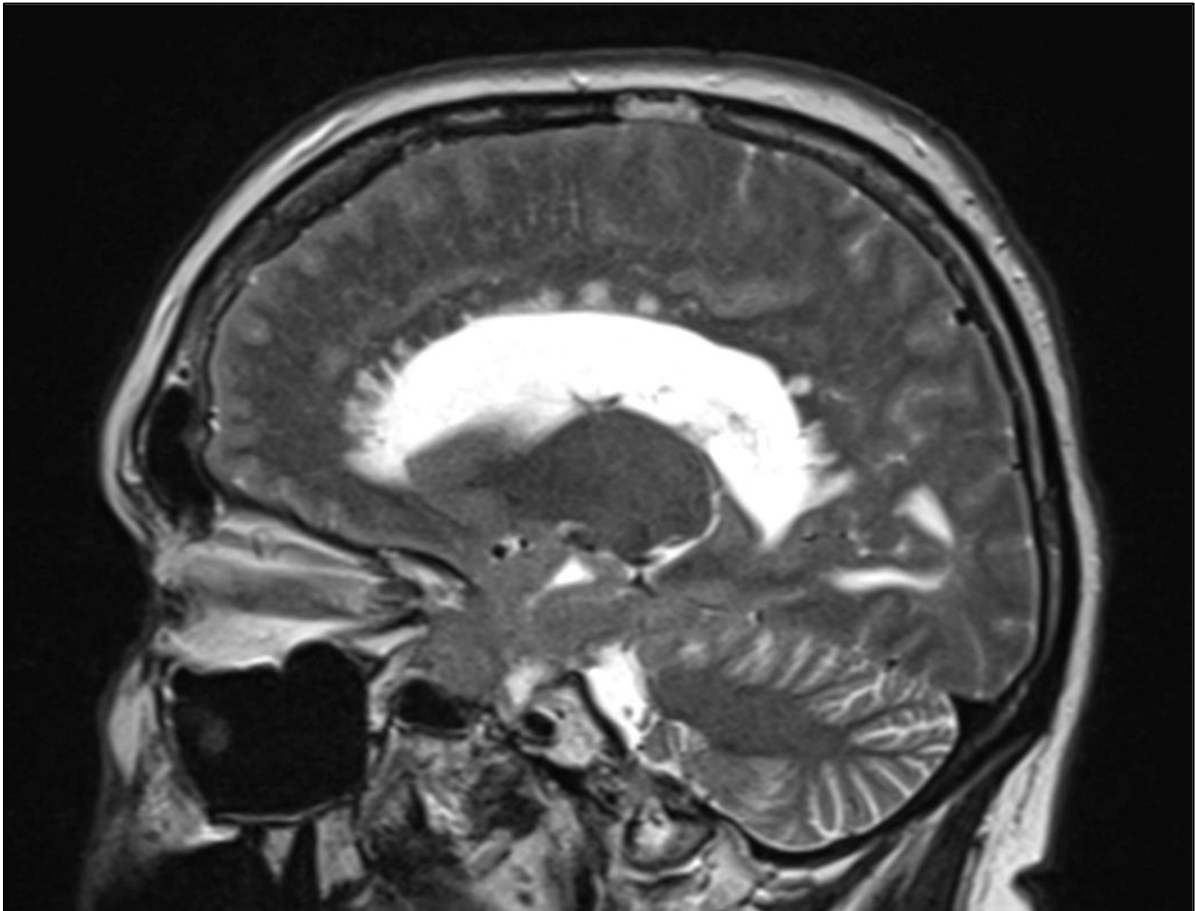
MRI Schädel sagittal in T2-Wichtung vom Juli 2018: Pathologische subependymale multifokale Signalanhebung mit Bezug zur Balkenstrahlung als anzunehmendes Korrelat von Liquorabstrom bei Hydrocephalus und entzündlichem Enhancement.
